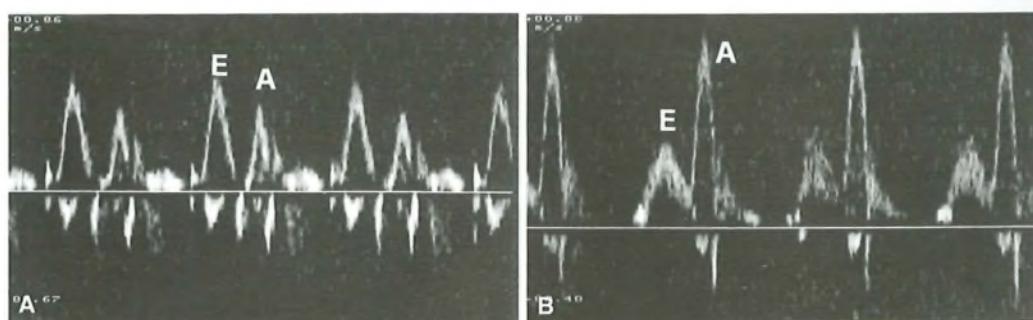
Doppler diastolico della zona di afflusso del ventricolo sinistro: A) pattern Doppler normale con onda E prevalente e onda A con velocità inferiore; B) pattern da alterato rilasciamento con velocità di flusso protodiastolico (E) inferiore a quello telediastolico (A).
